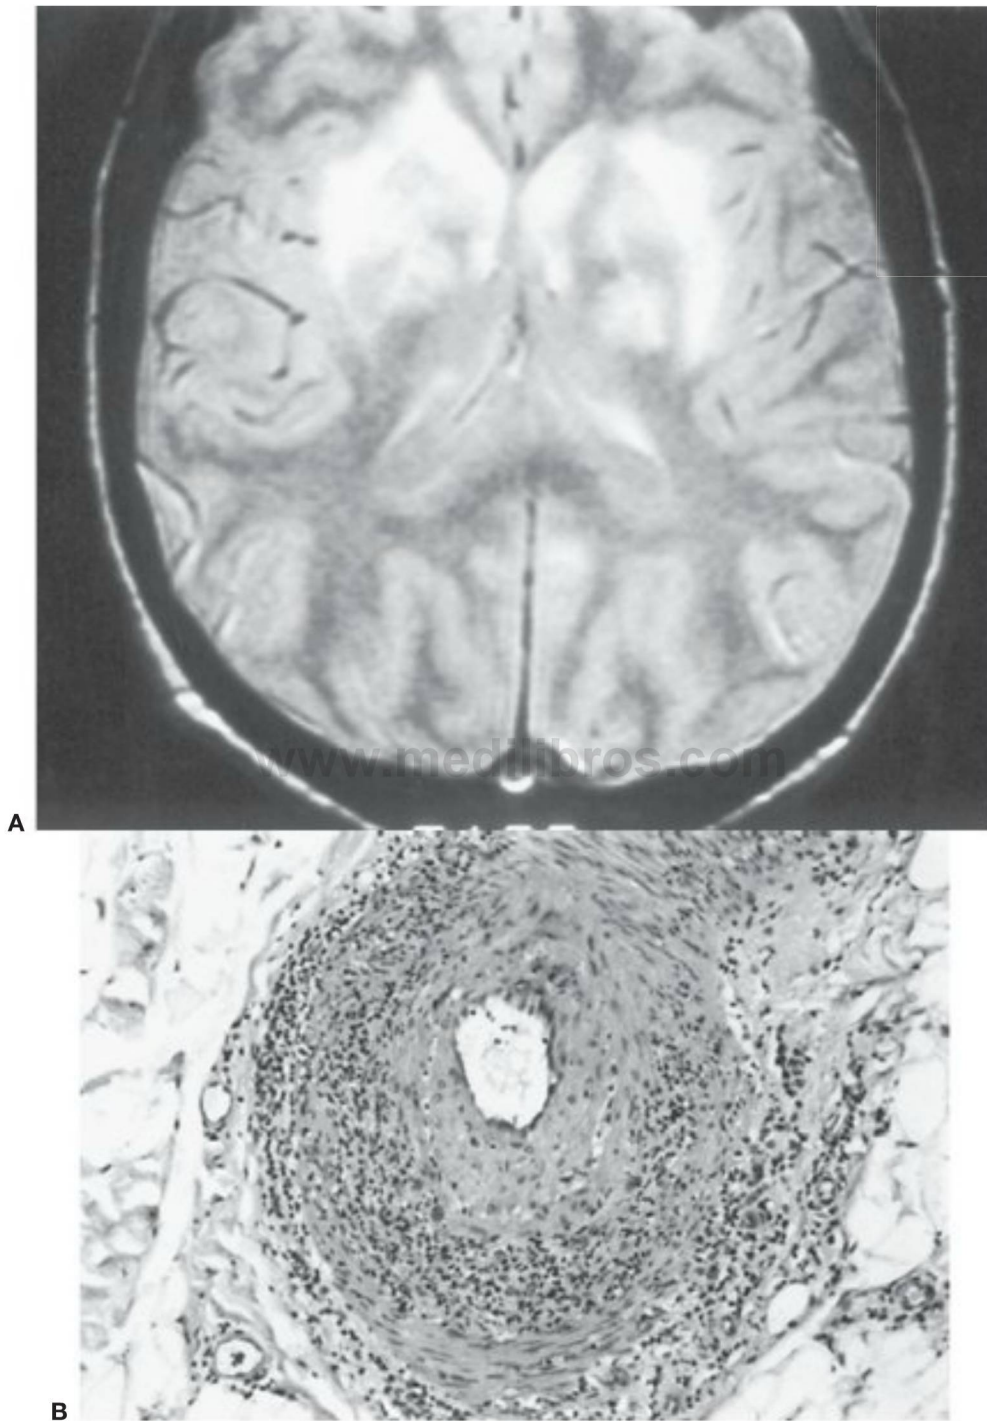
3 A, Resonancia magnética potenciada por densidad protónica que muestra una señal bilateral intensa en mancha en los ganglios basales. B, Corte microscópico de una biopsia de vaso sanguíneo que muestra un importante engrasamiento e infiltración inflamatoria que revelan una vasculitis en un paciente con poliarteritis nudosa (hematoxilina y eosina, X120).
